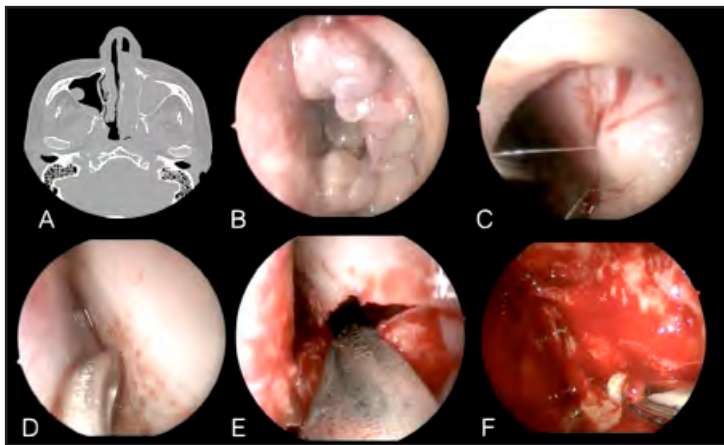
A. Imagen de tomografía en corte axial de tumor de fosa nasal izquierda (papiloma invertido). B. Imagen con endoscopio de cero grados de tumor de fosa nasal izquierda. C. Incisión hemitransfixiante vertical lado derecho de tabique nasal. D. Plano submucopericóndrico de tabique septal. E. Incisión horizontal de mucosa septal izquierda. F. Imagen con endoscopio de 70 grados de fresado de pared anterior de maxilar izquierdo (zona de inserción de papiloma invertido).
